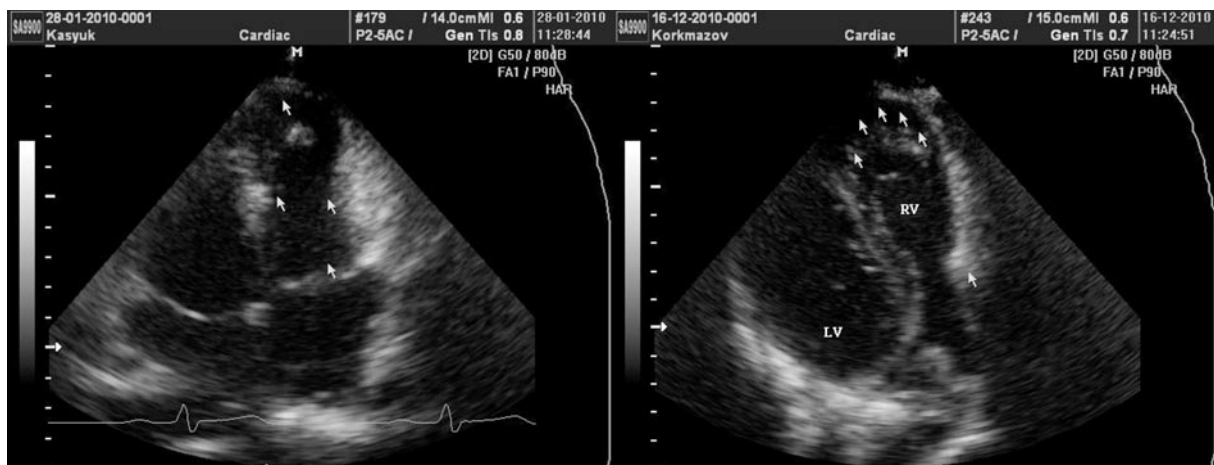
Слева представлена деформация правого желудочка в виде гантели. Основная часть компрессии приходится на среднюю треть правого желудочка. На правой эхокардиограмме представлен вариант «грушевидной» деформации, при которой основная компрессия приходится на приточный отдел, а верхушка правого желудочка расширяется, напоминая аневризматическое выпячивание (отмечено стрелками). Обе эхокардиограммы выполнены из апикальной позиции
